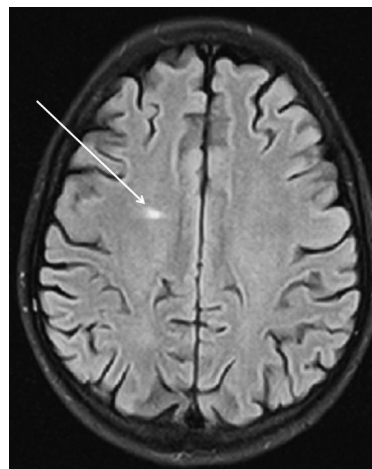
Очаг гиперинтенсивного магнитно-резонансного сигнала в субкортикальных отделах лобной доли справа (магнитно-резонансная томография, режим FLAIR).
